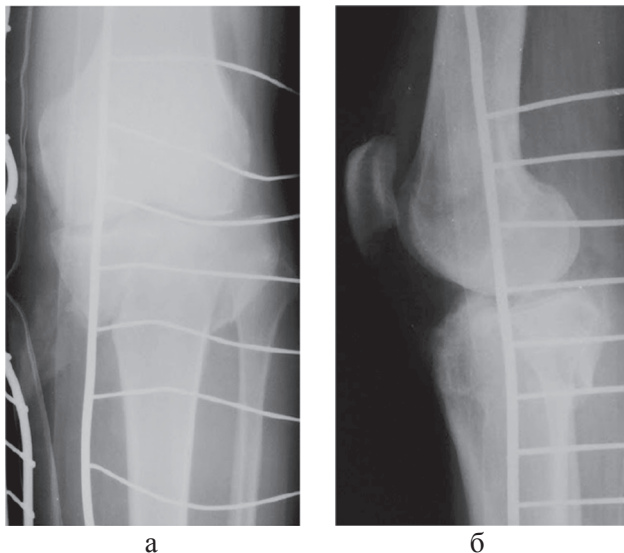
Рентгенограммы коленного сустава больного М, 41 год, в прямой (а) и боковой (б) проекциях при поступлении: определяется двухмыщелковый перелом, оскольчатый перелом большеберцовой кости со значительным смещением отломков (V тип по классификации J. Schatzker)
